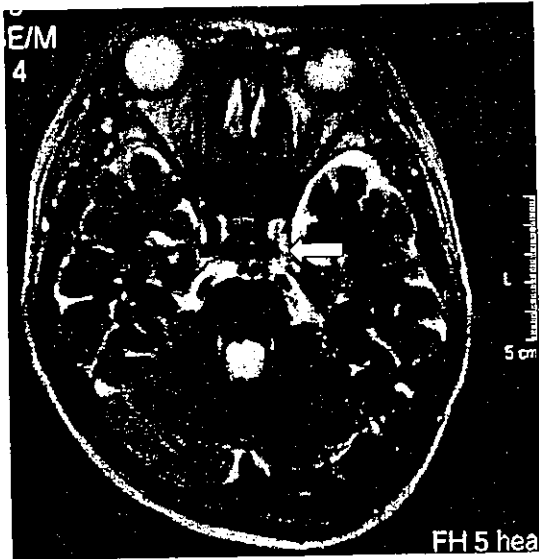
Axial T2-weighted cranial MRI shows no flow void of left internal carotid artery at the level of cavernous portion.
